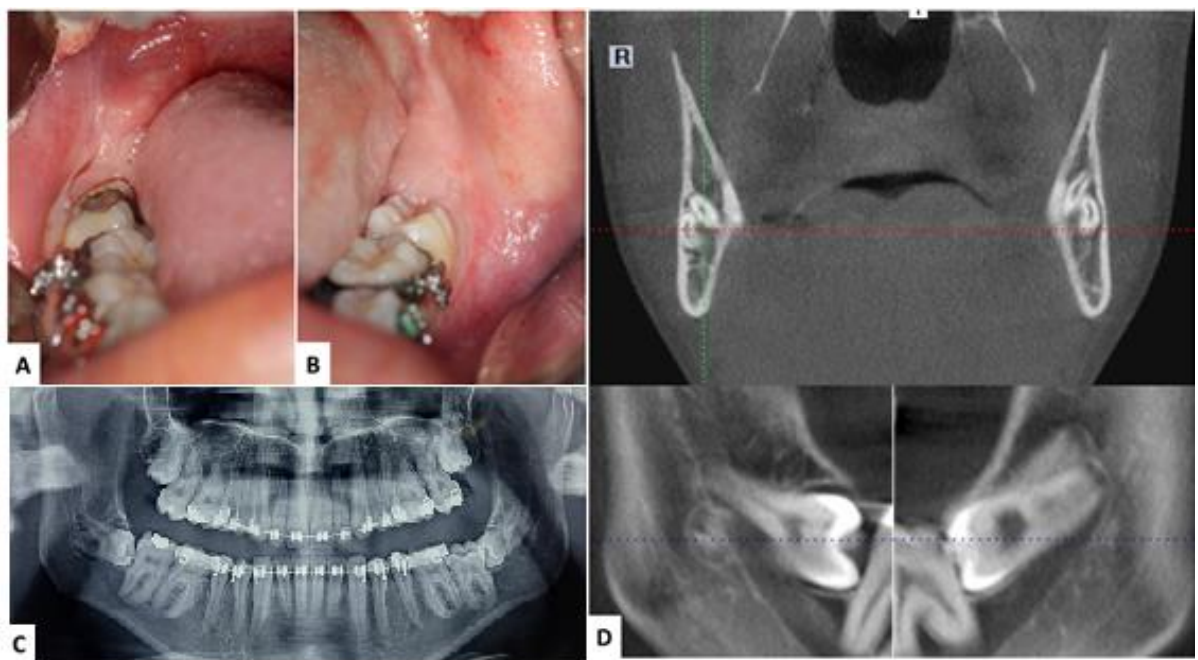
Exame físico dos lados direito e esquerdo, respectivamente (A e B). (C) Radiografia panorâmica sugerindo proximidade entre raízes e canal mandibular, bilateralmente. (D) Tomografia computadorizada (reconstruções coronal e trans-axial direito e esquerdo) confirmando contato entre raízes e canal mandibular.
